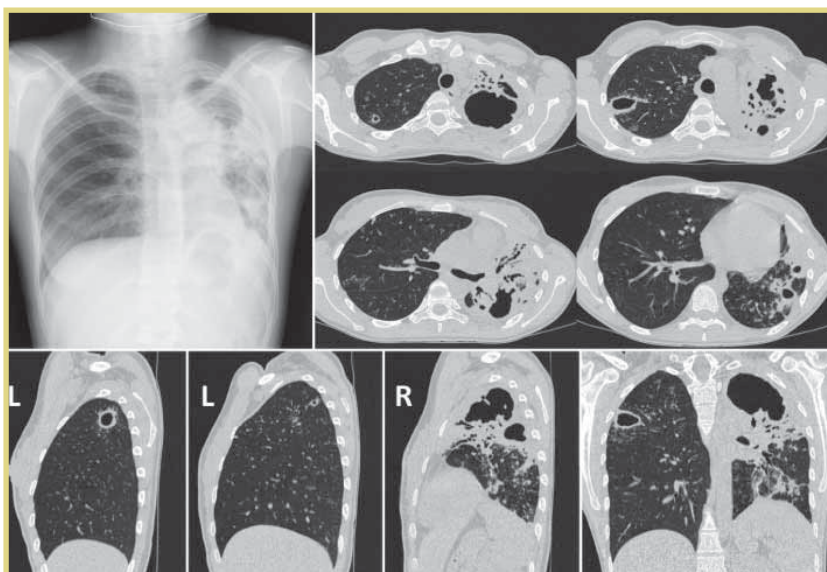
Рентгенограммы и КТ ОГК (аксиальные, сагиттальные и корональные срезы) при поступлении
